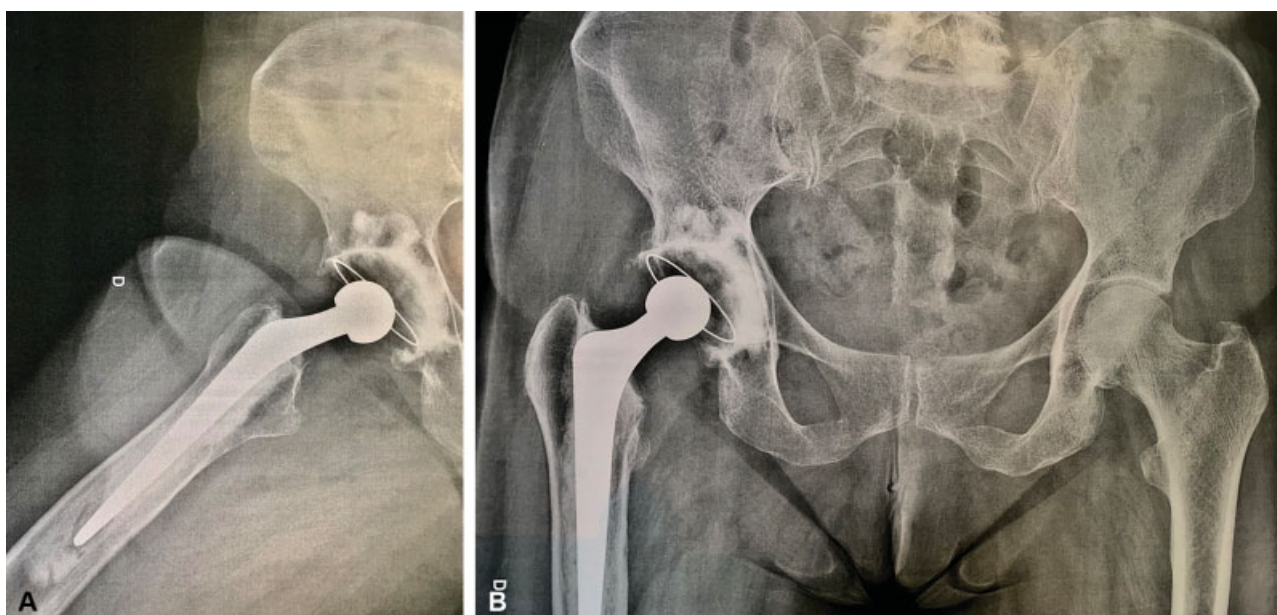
Radiografias pós-operatórias em incidências anteroposterior e de perfil com 16 anos e 3 meses de evolução de artroplastia total do quadril cimentada em um paciente do sexo feminino, operada de osteoartrose primária do quadril, operada 59 anos de idade.
